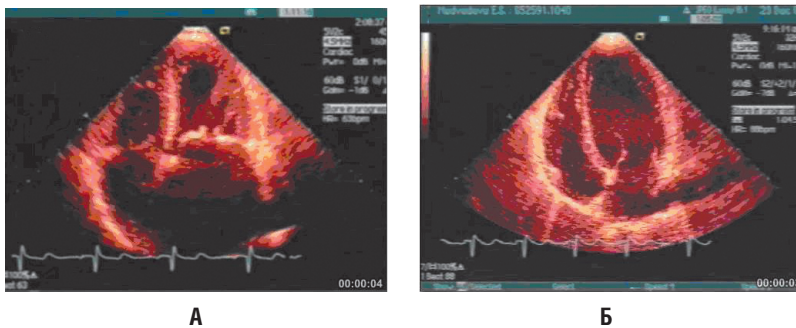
Эхокардиограмма в четырехкамерной позиции из апикального доступа больного с митральным пороком сердца, В-режим (А). Видны утолщенные створки митрального клапана и куполообразное выбухание передней створки. Нормальная эхокардиограмма (Б)
